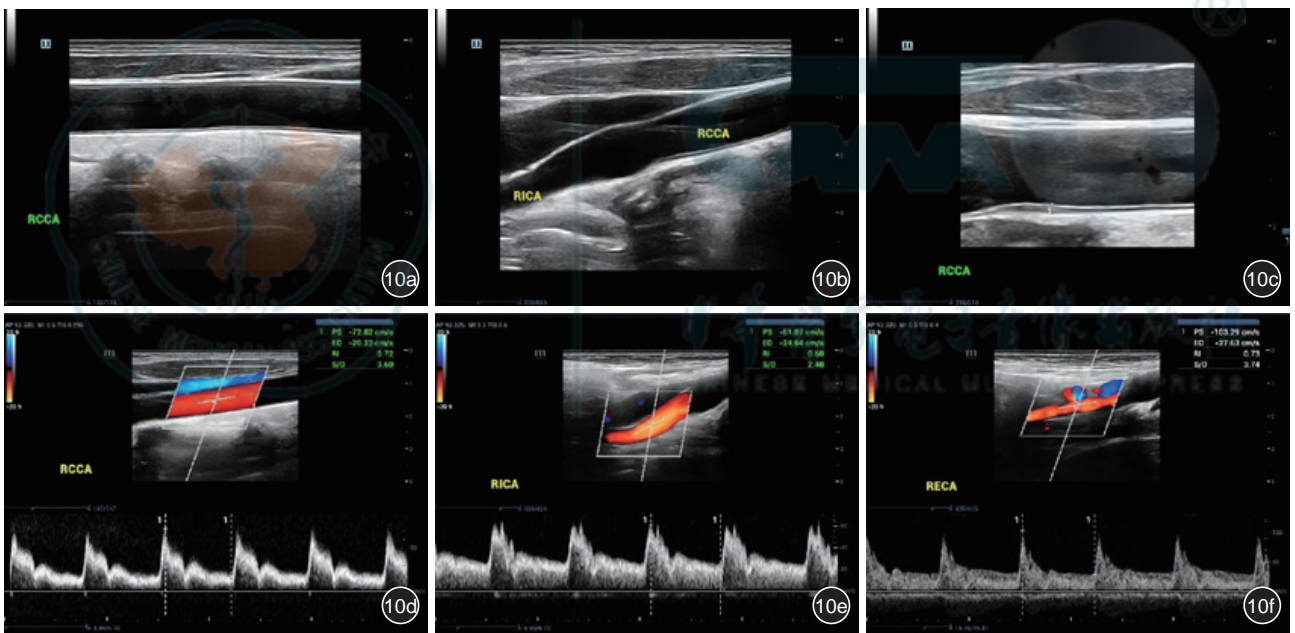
正常颈动脉超声标准存图(单侧留存6张图像,双侧共须留存12张图像)。图a为颈总动脉近段至中段纵断面图;图b为颈总动脉远段至分叉处、颈内动脉起始段纵断面图;图c为放大测量内膜厚度图;图d为颈总动脉彩色多普勒血流图;图e为颈内动脉彩色多普勒血流图;图f为颈外动脉彩色多普勒血流图
